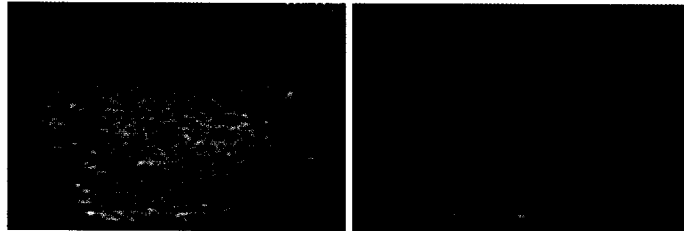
Estructuras hipoeoicas en el interior del testículo, a nivel de la rete testis, con flujo ante el Doppler Color .
